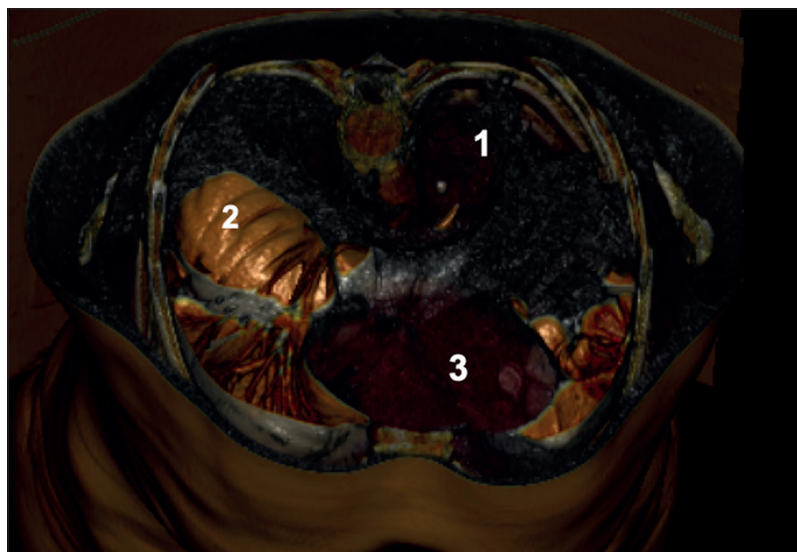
Reconstrucción TC, corte axial. Se evidencia contenido abdominal en cavidad torácica. 1: Estómago intratorácico; 2: Intestino intratorácico; 3: Corazón.
